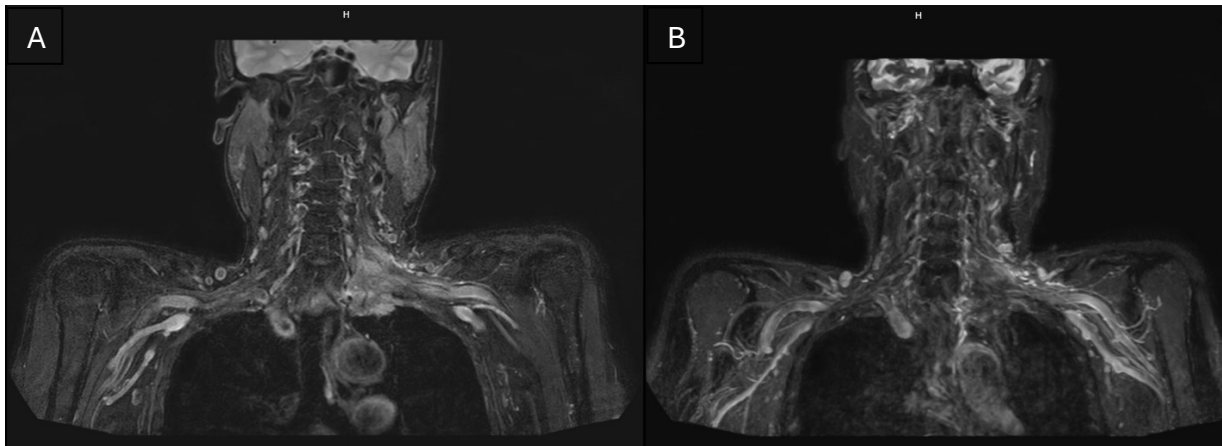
Coronal views of MRI: (A) T2-weighted image and (B) 3D nerve view demonstrating an ill-defined enhancing lesion in the left apical lung region, with superior extension into the left paravertebral area and brachial plexus.
